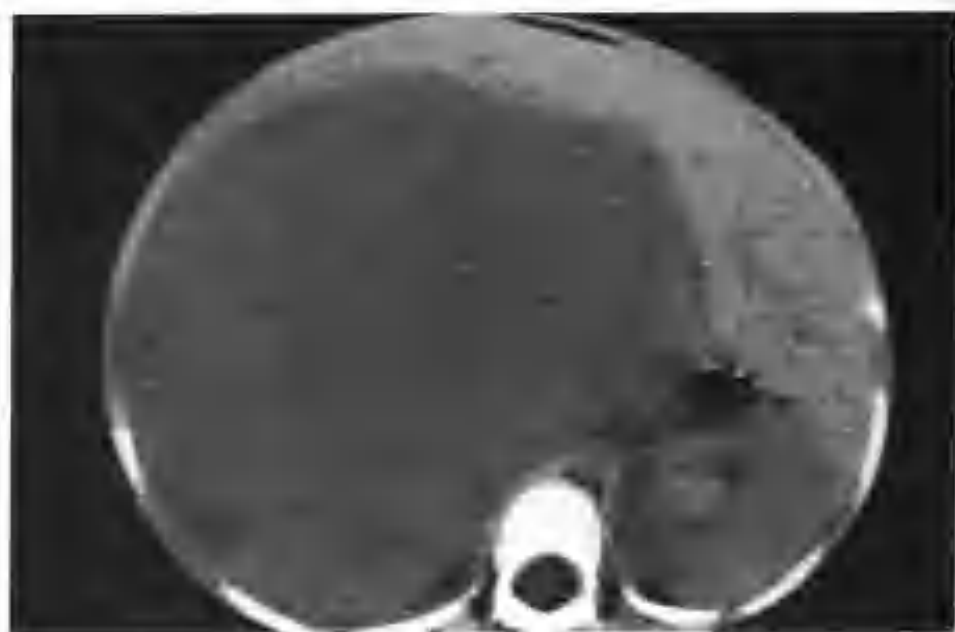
右肾母细胞瘤 (CT 平扫示右肾等密度巨大肿物)
